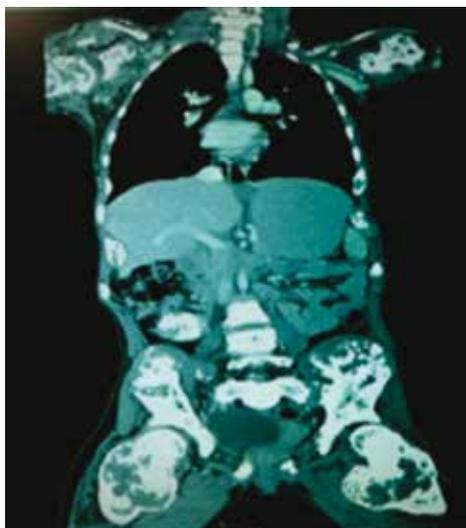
Tomografía computada en corte coronal, donde se identifican tumor intrapélvico y endondromas en múltiples huesos.
